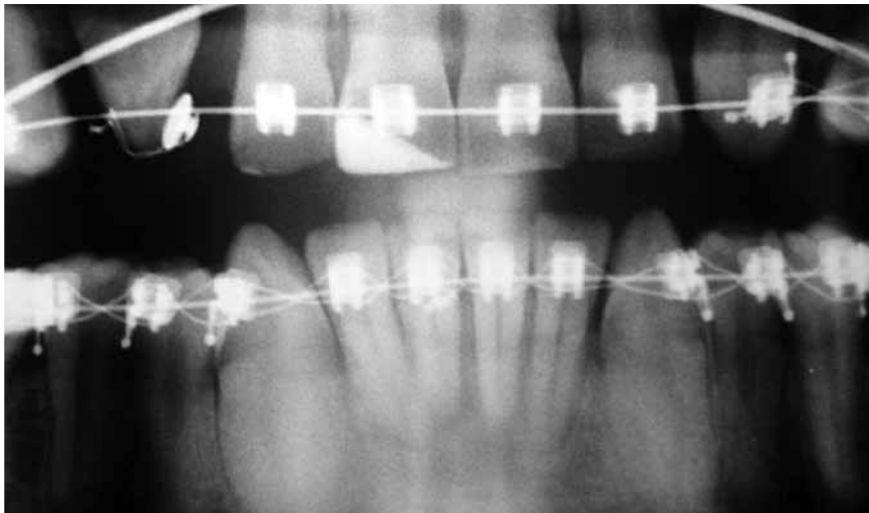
Radiografía panorámica ampliada en donde se observa con mayor precisión el remodelado apical en los incisivos inferiores.
